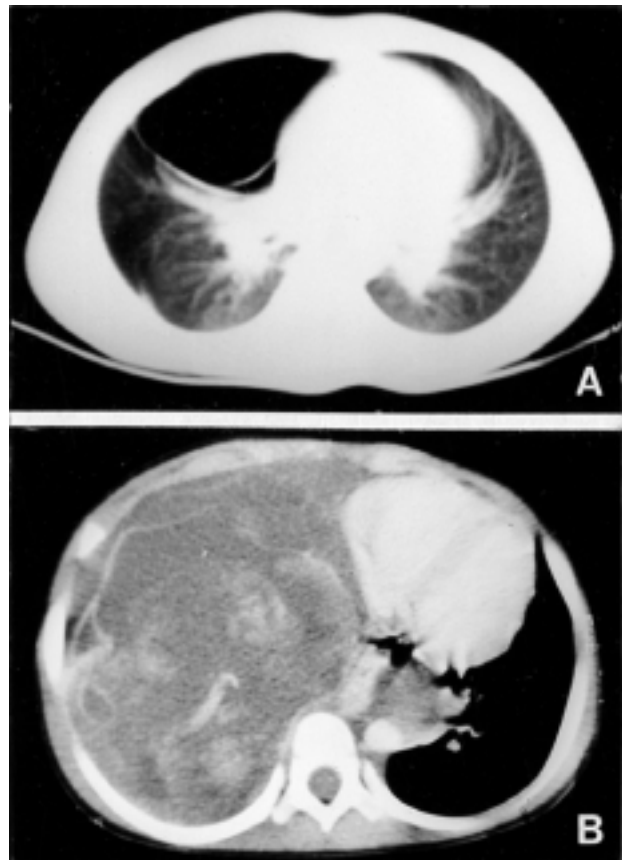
Chest CT findings : (A) The CT scan checked 3 years ago shows a cystic mass at the middle lobe of the right lung. (B) The CT scan checked on this admission shows a solid but heterogeneous tumor involving the middle lobe of the right lung.
